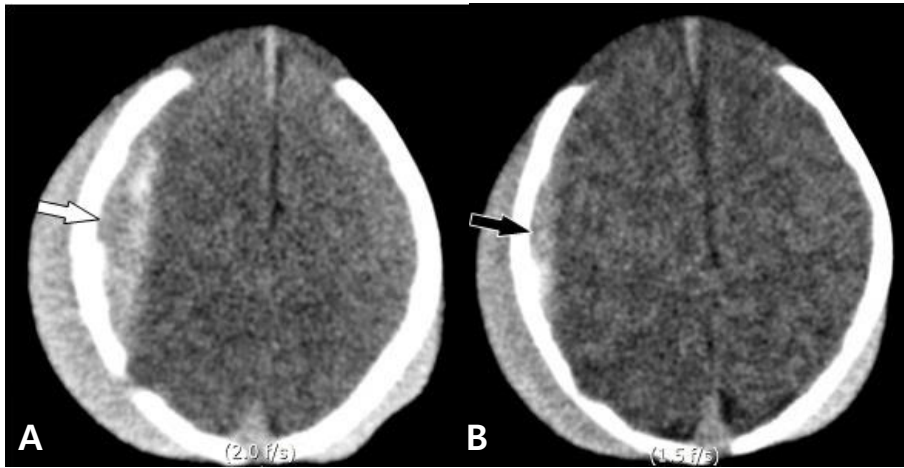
CT scans of case 12. (A) Right parietal EDH (white arrow) without mass effect was shown on day 3. (B) After 2 days, follow-up image was obtained and it showed spontaneously decreased amount of EDH (black arrow) on the same region.
